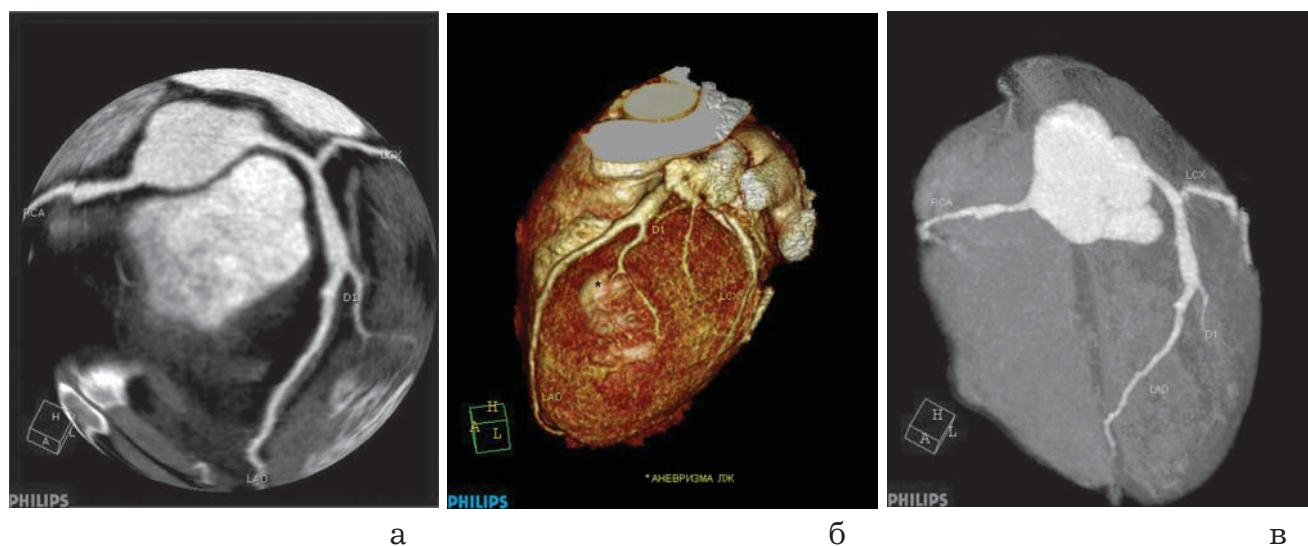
Аневризма проксимального сегмента ПНА с переходом на устье ДВ, локальное расширение проксимального сегмента ПКА. КТ-ангиография (3D-реконструкции).
